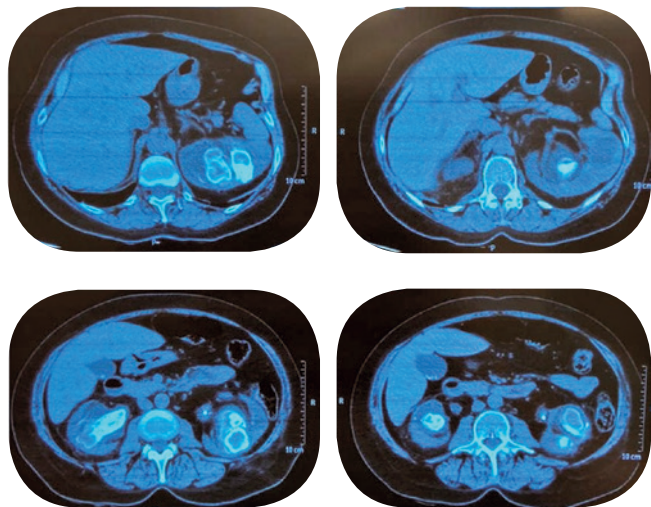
TC de abdome sem contraste, corte axial.
